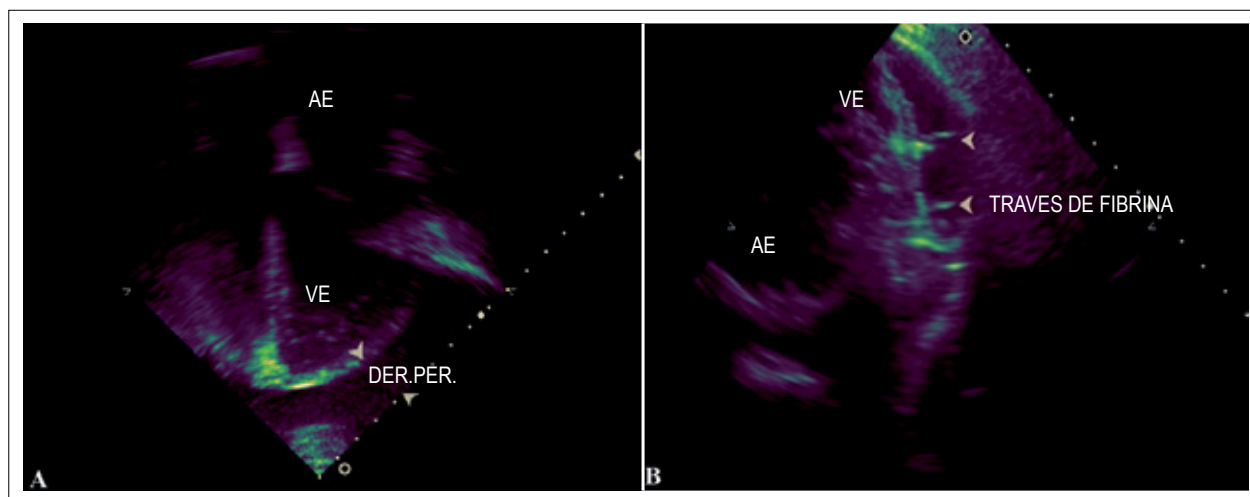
Ecocardiografia transtorácica. A: Apical 4 câmaras – cisto pericárdico (cabeça de seta). B: 4 câmaras modificado – presença de cisto pericárdico com traves de fibrina (cabeça de seta). AE: átrio esquerdo; VE: ventrículo esquerdo; DER.PER.: derrame pericárdico.
